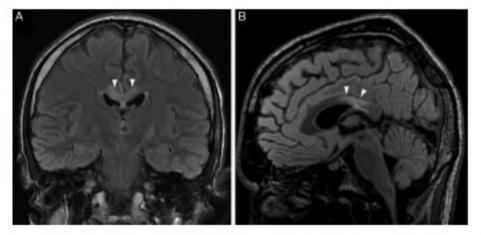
Hombre consumidor crónico de vino tinto con enfermedad de Marchiafava-Bignami en fase subaguda. A y B) Imágenes coronal y sagital de RM potenciada en T2-FLAIR que muestran la marcada hiperintensidad de la porción posterior del tronco del cuerpo calloso (puntas de flecha). No presentaba realce tras la administración de contraste.
